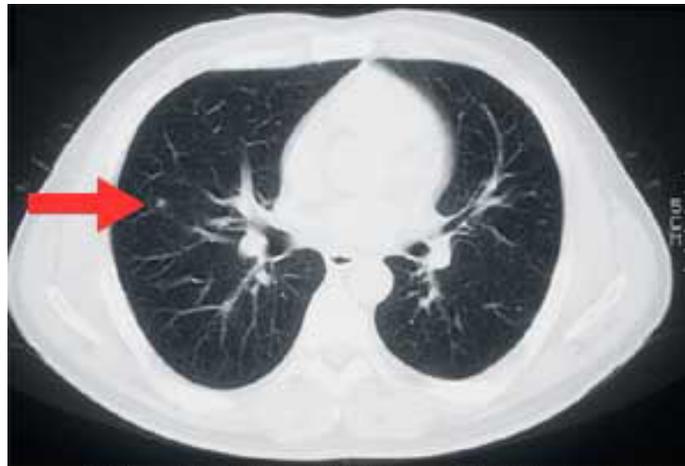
5mm lung cancer detected by CT scan
